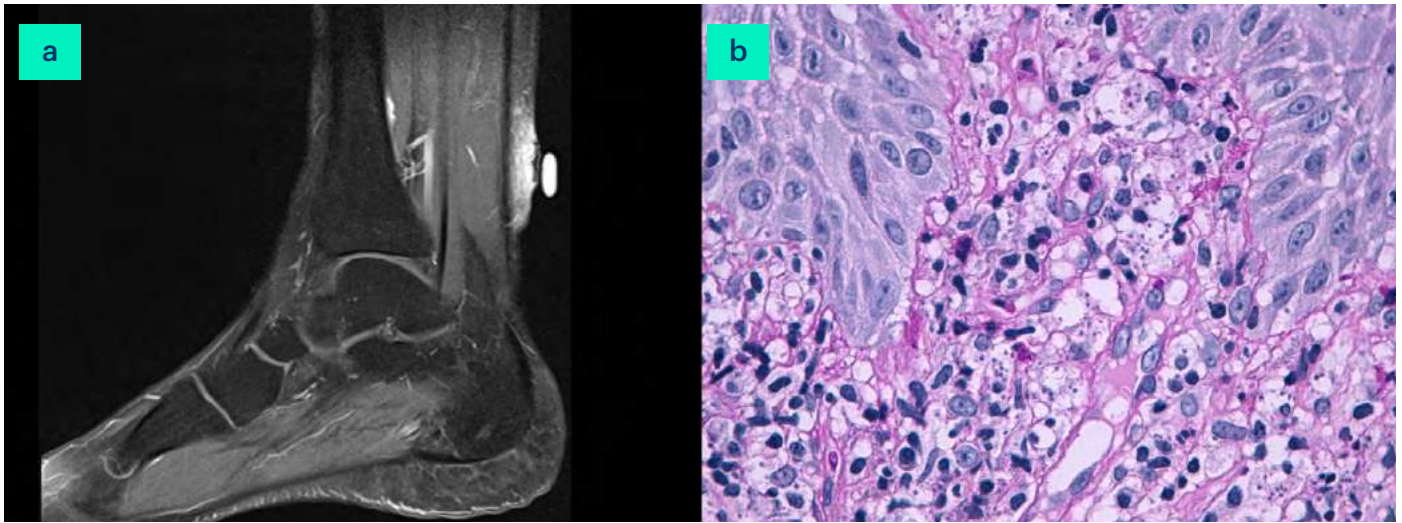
a) Resonancia magnética nuclear de la lesión, que se realiza al utilizar contraste intravenoso. b) Infiltrado inflamatorio linfoplasmocítico donde se pueden observar microorganismos compatibles con amastigotes de *Leishmania* en las papilas dérmicas.
